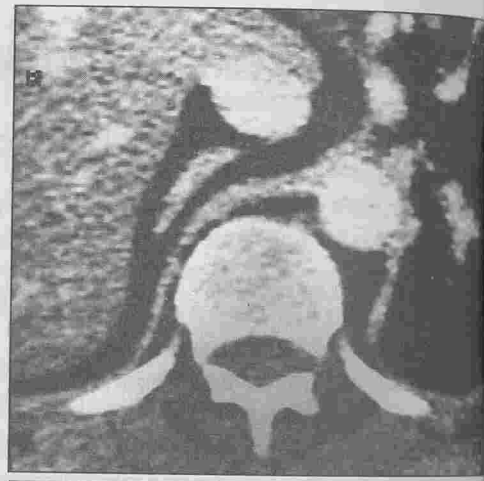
TDM abdominal après injection de produit de contraste. Hyperplasie surrénalienne bilatérale plus marquée à droite.
